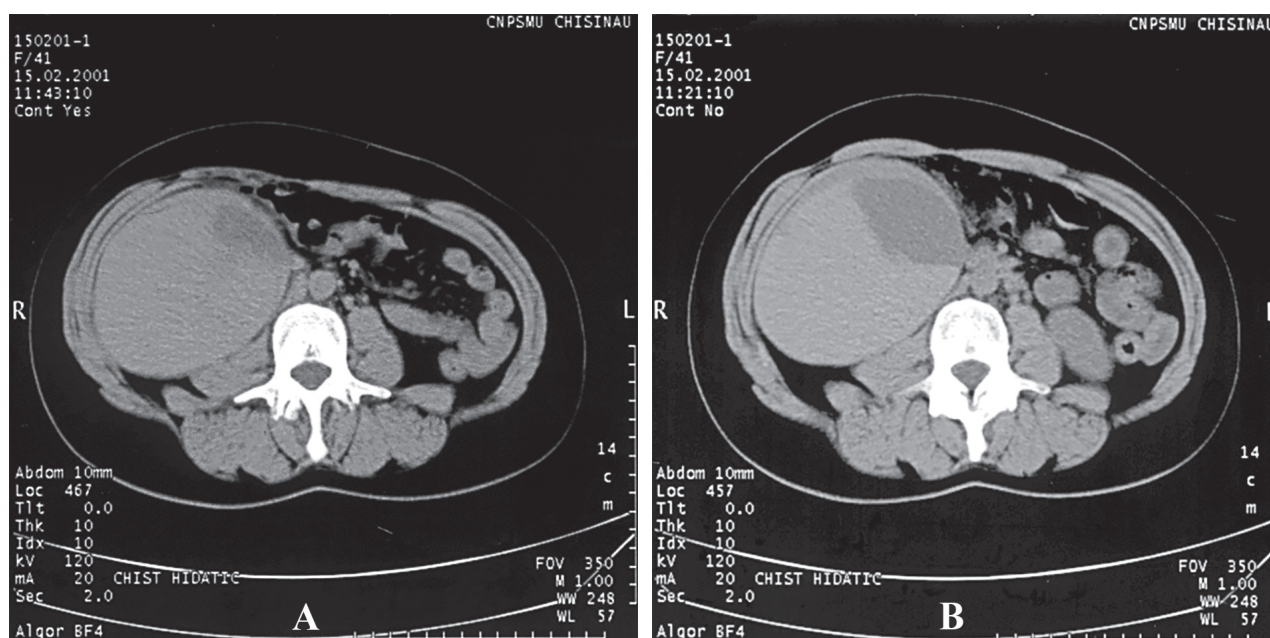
(A, B). Tomografie computerizată (proiecție axială): Formațiune chistică (21x16 cm, 25-60 HU) în spațiul retroperitoneal din dreapta. Publicat anterior [30]
